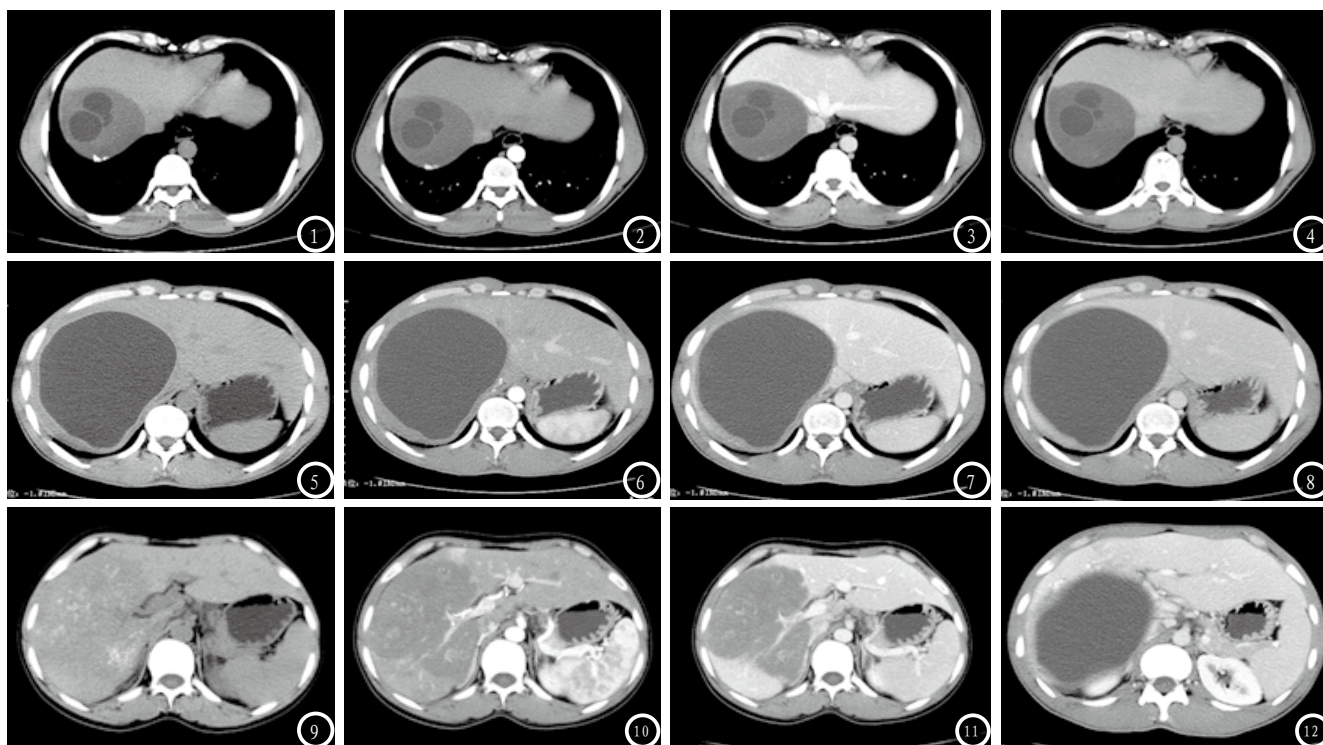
男, 34岁; 图1为CT平扫, 边界较清楚, 肝右叶散在多个大小不等的低密度囊性占位, 囊内可见更低密度类圆形影, 可探及强回声结节; 图2-4依次为动脉期、门脉期及延时期增强扫描, 可见小结节或环状钙化。图5-8 男, 41岁; 图5为CT平扫, 肝脏体积增大, 不规则低密度团块影, 左叶钙化点, 右肝内见 14×12 cm左右椭圆形囊性包块, 其内密度均匀; 图6-8依次为动脉期、门脉期及延时期增强扫描, 可见肝实质斑片状异常强化, 门静脉右支受压变窄, 内胆管扩张。图9-12 女, 42岁; 图9为CT平扫, 肝左叶外侧段见一大约 $8.6 \times 7.2 \times 8.8$ cm的欠规整囊性包块, 其内密度欠均匀, 可见更低密度, 包膜完整较厚见不完全壳样钙化; 见图10-12依次为动脉期、门脉期及延时期增强扫描, 较大病灶中央可见凝固性液化坏死囊变, 有钙化组织深入, 可见“小泡征”。
